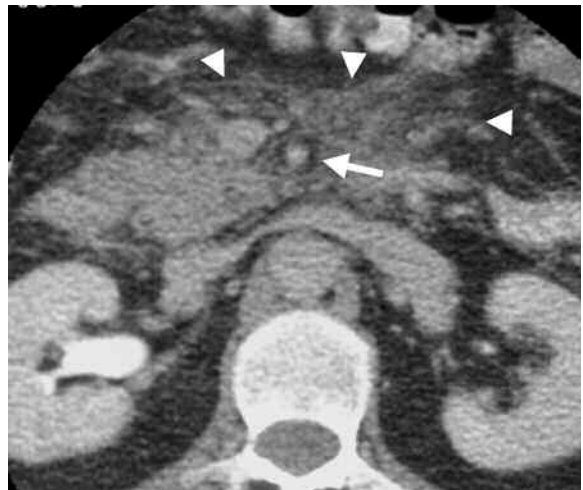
Signo del Halo Graso en un paciente de 41 años de sexo masculino con pancreatitis aguda. Tomografía computada de abdomen obtenida luego de la administración de contraste oral y endovenoso donde se observa aumento de la atenuación del tejido adiposo mesentérico (cabeza de flechas). Nótese la presencia de un fino halo de tejido adiposo normal rodeando a la arteria mesentérica superior (flecha).
